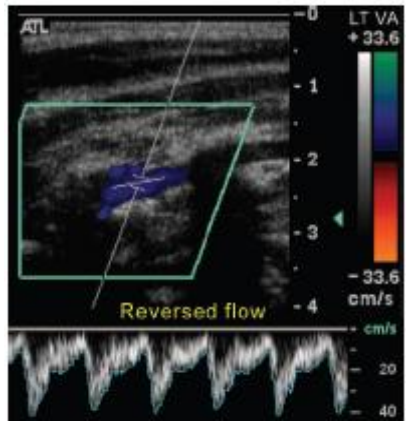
Análisis ecográfico de doppler espectral de AV izquierda que presenta robo completo de la subclavia.
